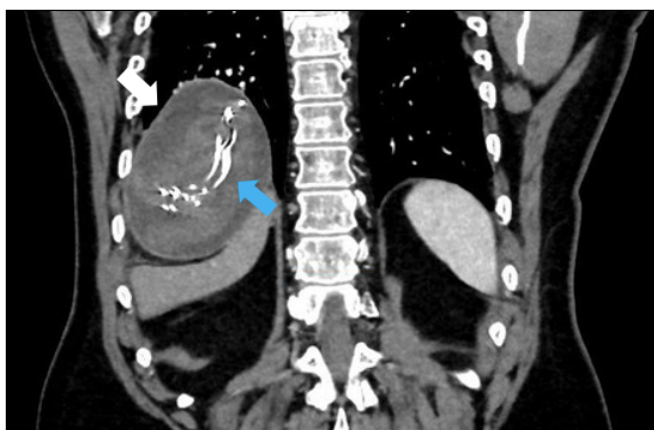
TC contraste intravenoso, corte coronal. Lesión ocupante de espacio en segmentos hepáticos VI y VII, en localización subcapsular (flechas blancas), heterogénea, con material de densidad metálica en su interior (flecha azul) y avascular, sobre hígado no cirrótico. En este corte se aprecia especialmente.
